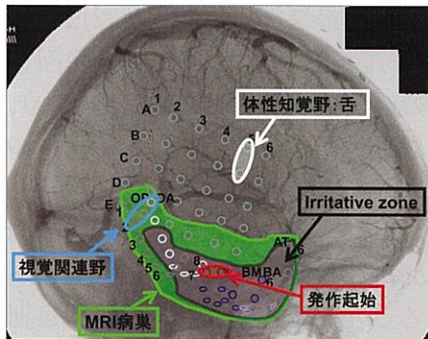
術前評価：発作は右内側側頭葉に起始するが、興奮域(irritative zone)はMRI病変内に沿って広範に存在した。
